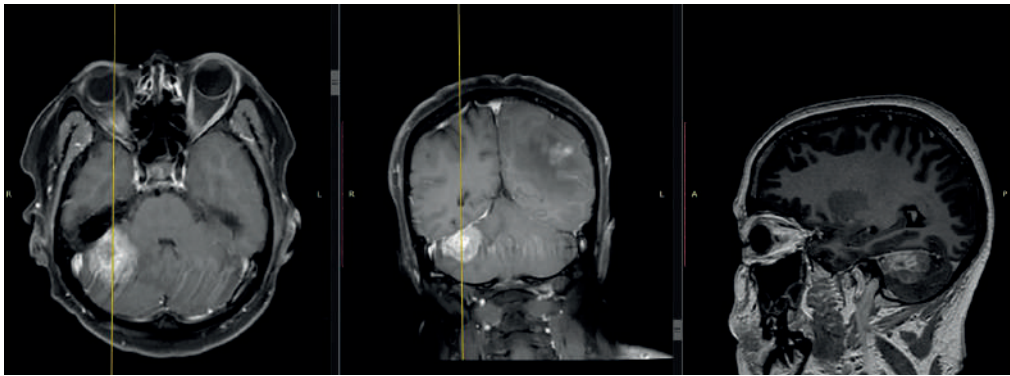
МРТ головного мозга. Режим T1 с контрастным усилением. Метастаз правой гемисферы мозжечка
